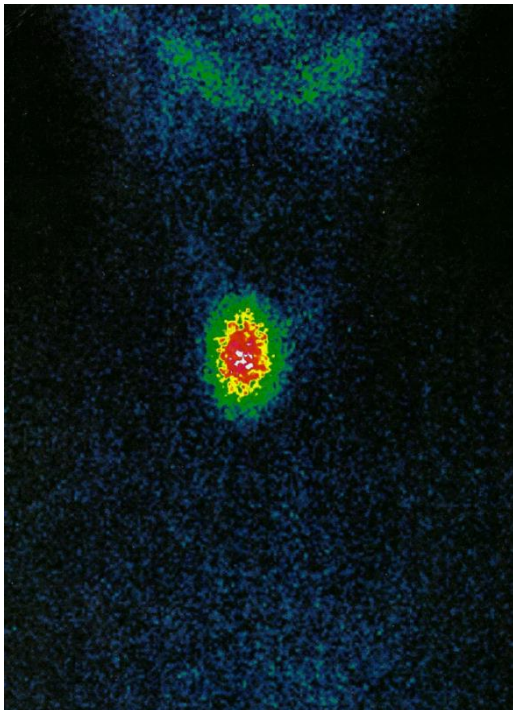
Активно функционирующий узел («горячий узел») по данным сцинтиграфии щитовидной железы с Tc-99m-пертехнетатом у пациента 13 лет с токсическим узловым зобом.
